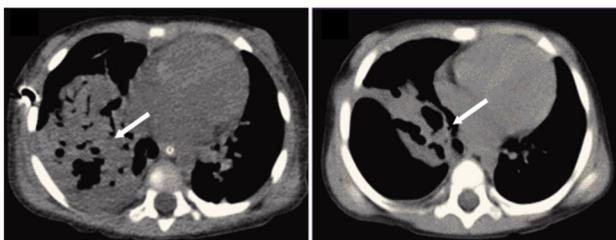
SP 败血症患儿合并肺炎或脓胸的典型胸部 CT 征象(女, 1 岁) A: 入院时患儿两肺多发感染, 右肺下叶多发肺气肿(箭头所示), 提示化脓性感染。B: 患儿经 35 d 治疗后, 右下肺多发肺气肿伴萎缩(箭头所示)。
